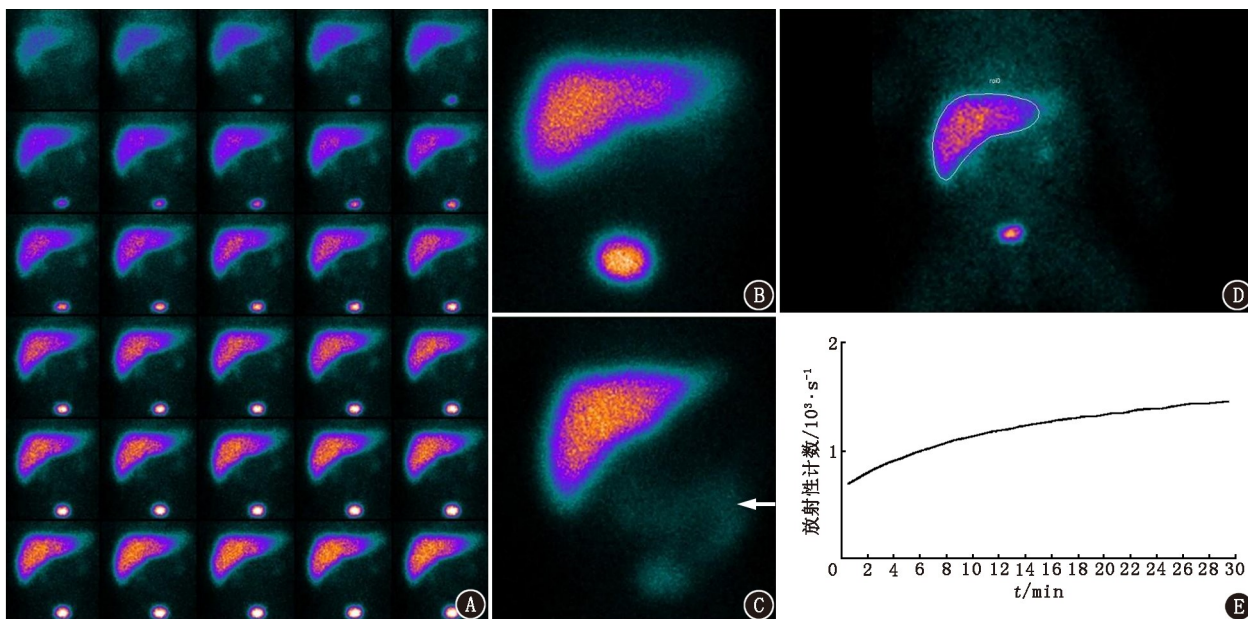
Dubin-Johnson 综合征患儿(男,72 d)  $^{99m}\text{Tc}$ -二乙基乙酰苯胺亚氨二醋酸(EHIDA) SPECT/CT 肝胆动态显像图。A. 1~30 min 动态图像(1 帧/min)示肝脏显影持续增浓;B.第 60 分钟图像示肝脏显影清晰,胆囊及胆管未见显影;C.第 120 分钟图像示肝脏显影清晰,胆囊及胆管未见显影,肠道内见少许显像剂分布(箭头示);D. 1~30 min 时间-放射性曲线(TAC)示肝脏 ROI;E. 1~30 min TAC 示肝脏放射性计数持续上升
